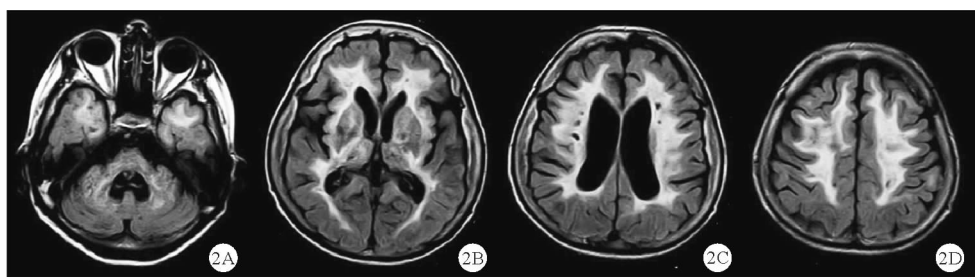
CARASIL 患者影像学表现^[24]: FLAIR 像广泛白质病变, 包括颞叶前部受累, 伴室周和丘脑多个腔隙灶及内囊、外囊高信号
